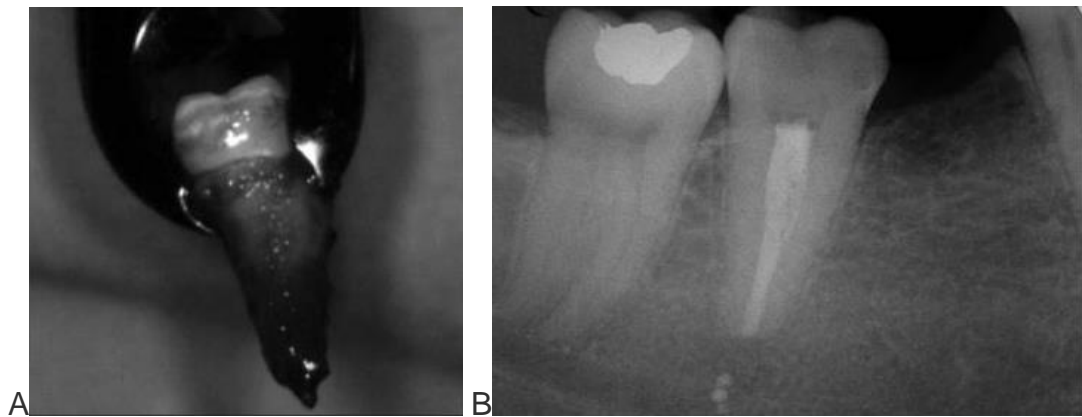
⁴³ A Momento de la extracción en el cual se nota la presencia de un cuerpo extraño en el ápice. B Radiografía de control de 4 años. (Tomada de: Tsesis. I, Taschieri. S, Rosen. E, Corbella. S, Del Fabbro. M: Treatment of paraesthesia following root canal treatment by intentional tooth replantation: a review of the literature and a case report).
